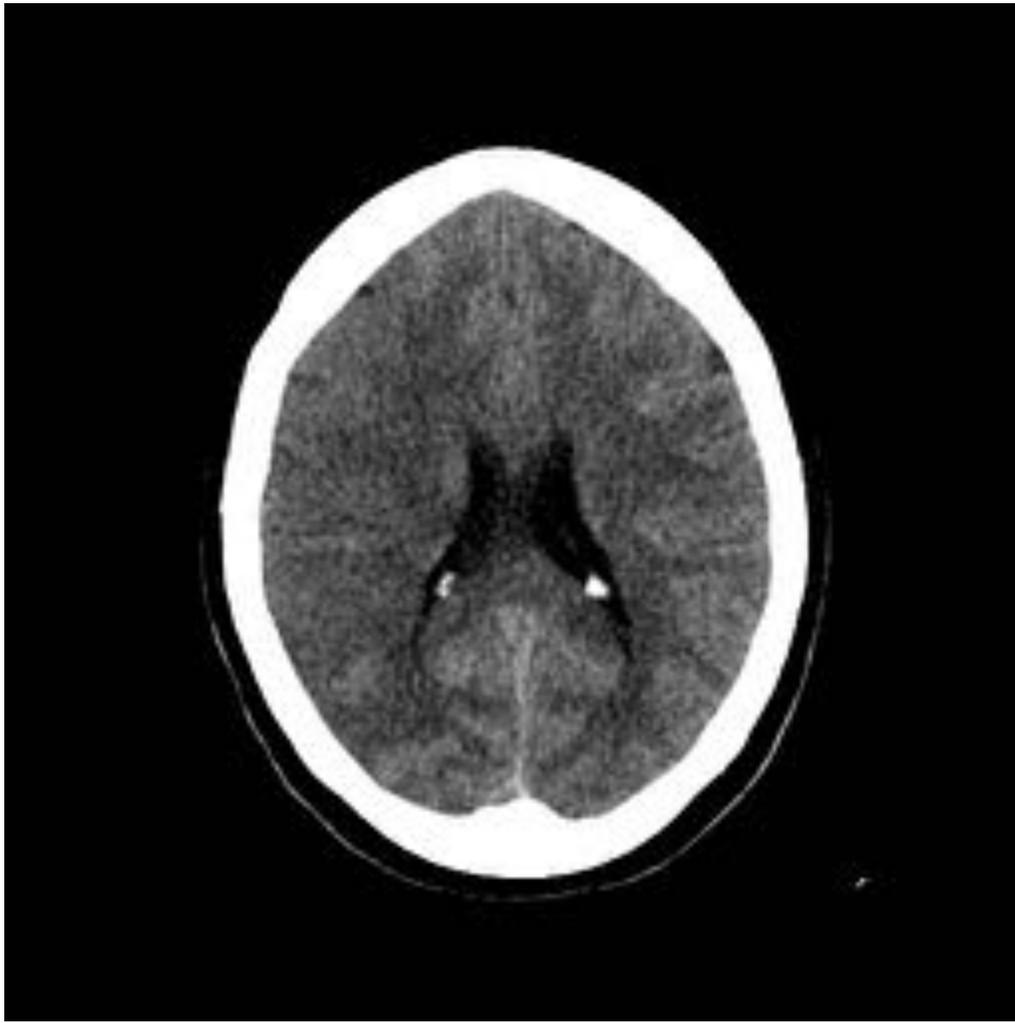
TC basal del paciente comentado en la Figura anterior, con los territorios M4, M5 y M6 desdiferenciados y dando un valor de ASPECTS 4.
